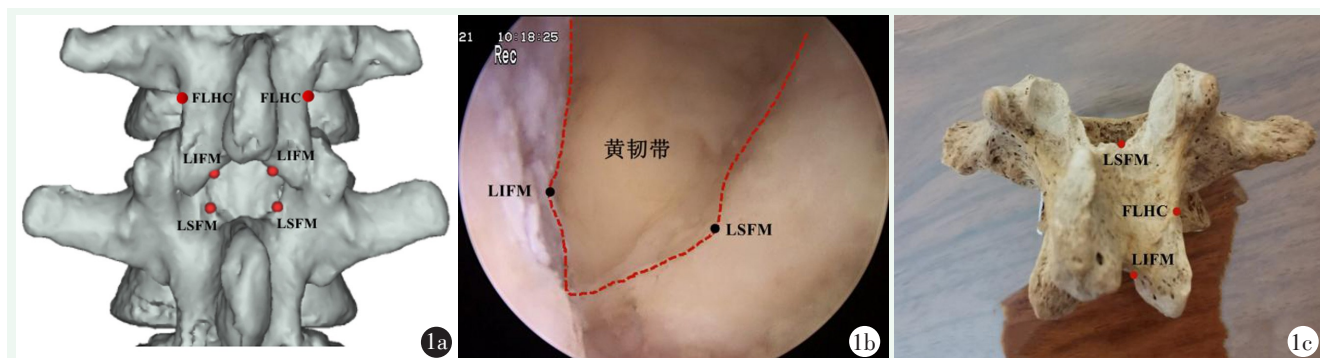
数字3D模型骨性标志点的确定 1a: 3D-CT模型观察到LIFM、LSFM、FLHC各点的位置 1b: UBE镜下观察到LIFM、LSFM两点及椎板间黄韧带 1c: 标本上观察到的LIFM、LSFM、FLHC各点
